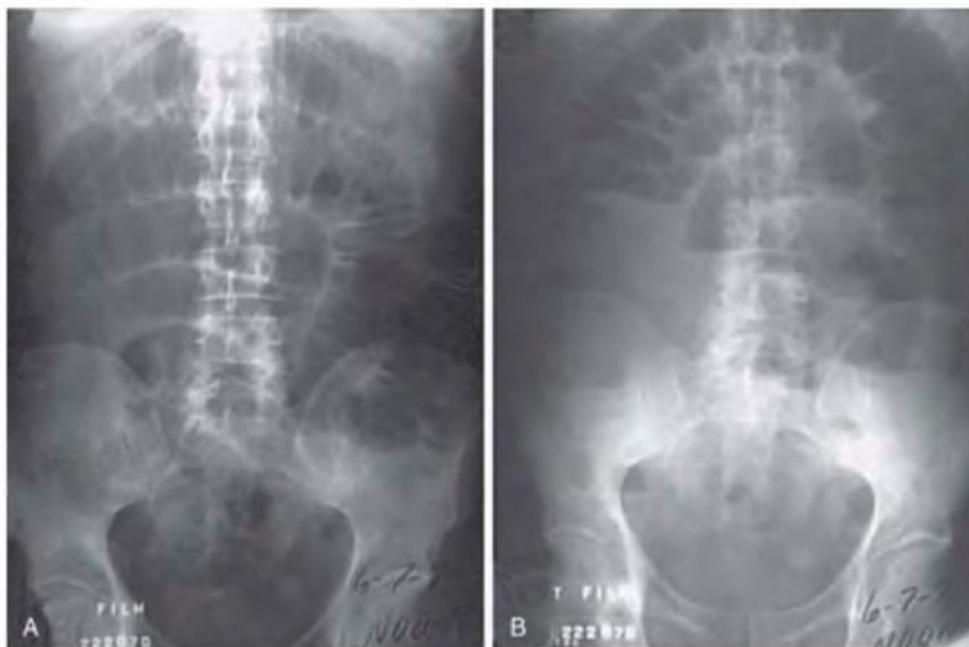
Radiografía simple de abdomen de un paciente con obstrucción completa del intestino delgado. A. En la proyección en decúbito supino se observan asas dilatadas del intestino delgado dispuestas ordenadamente, sin ningún signo de gas en el colon. B. En la radiografía en bipedestación se aprecian múltiples niveles hidroaéreos, de pequeñas dimensiones, dispuestos de forma escalonada. (Por cortesía del Dr. Melvyn H. Schreiber, The University of Texas Medical Branch, Galveston, Tex.)
